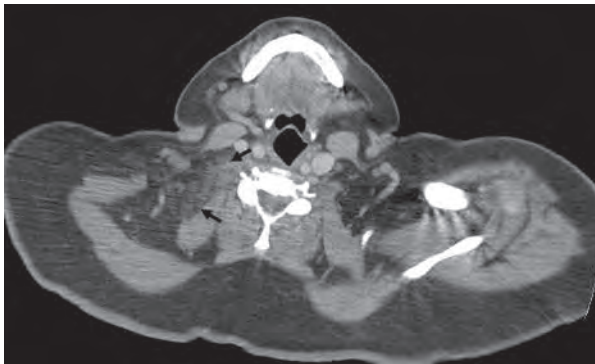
Tomografía computada de tórax que muestra una celulitis supraclavicular derecha (flechas negras).
